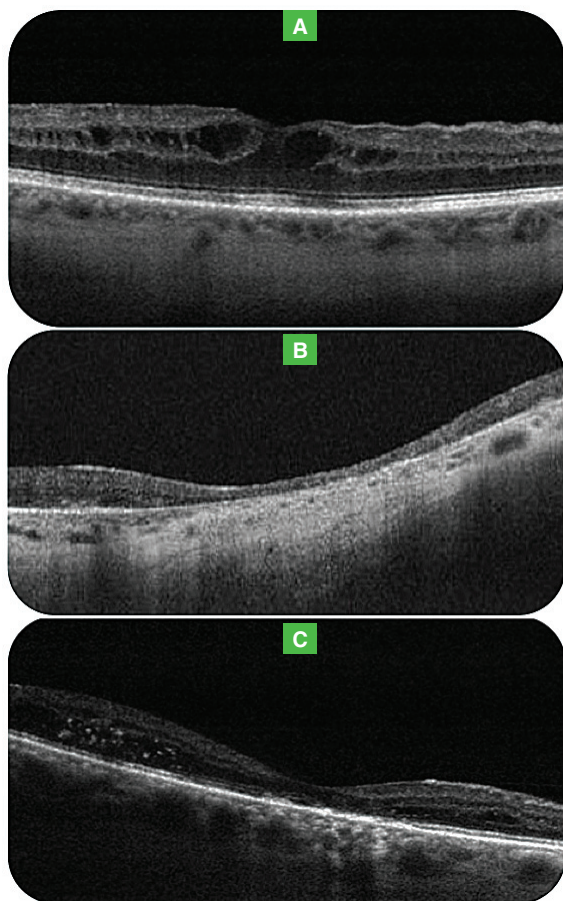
Линейные оптические когерентные томограммы больных с диабетической макулопатией (ДМ): А – влажная форма ДМ (диабетический макулярный отек); В – сухая форма ДМ; С – смешанная форма ДМ
